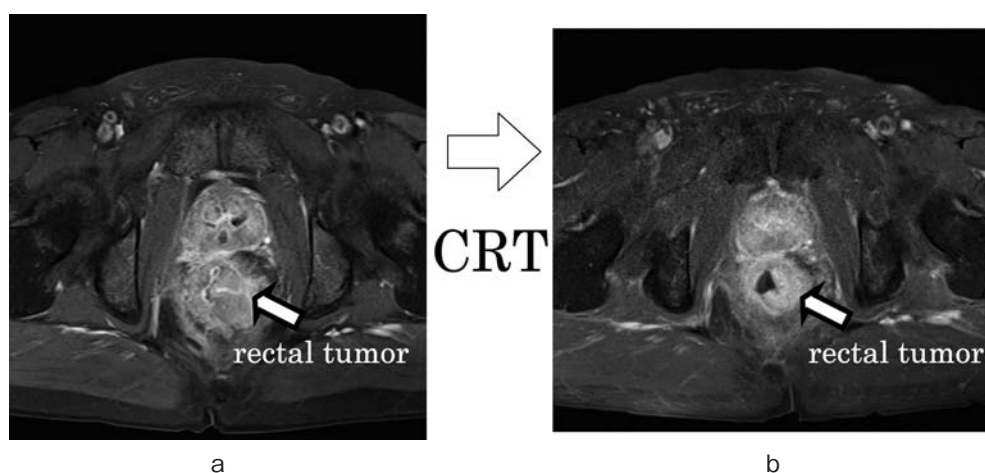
In spite of a considerable reduction of the rectal tumor after neoadjuvant chemoradiotherapy, the rectal tumor still involved the prostate (arrows). a: pre-neoadjuvant chemoradiotherapy MRI (enhanced T1-weighted image). b: MRI (T1 weighted image) after neoadjuvant chemoradiotherapy.
